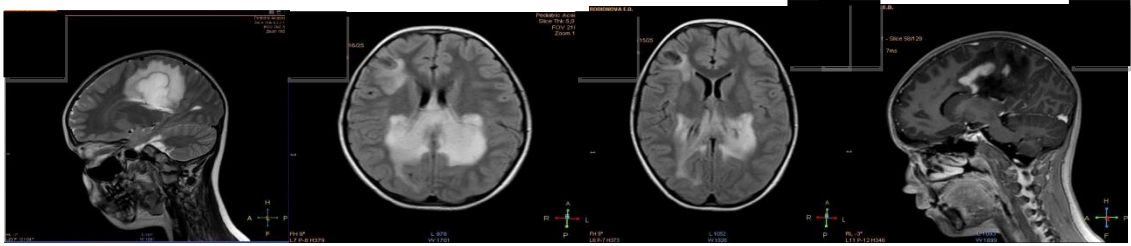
МРТ головного мозга пациентки Р., 11 лет (5-й день от момента госпитализации). T1-ВИ
